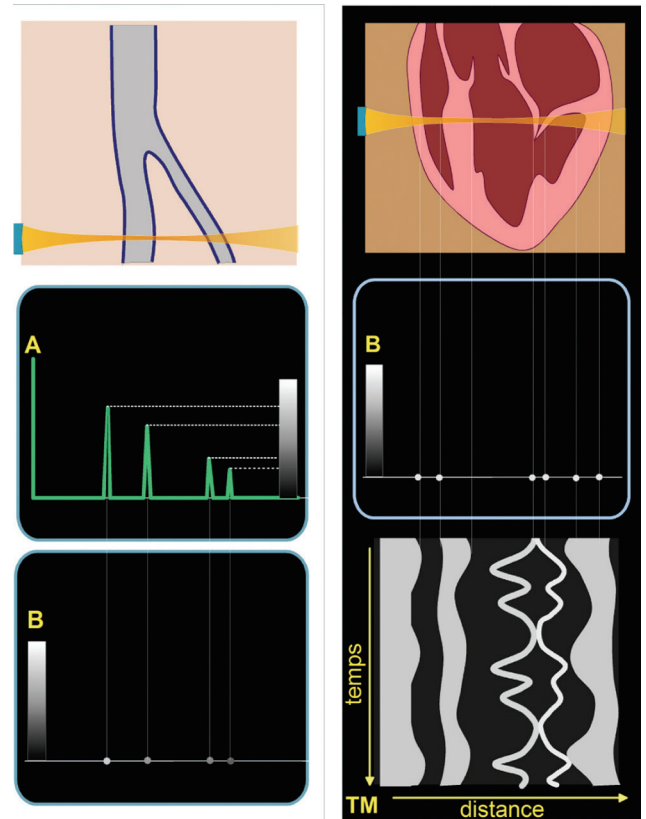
L'exploration échographique unidimensionnelle (une unique ligne de tir) permet de connaître la distance des interfaces réfléchissantes par rapport à la sonde. L'amplitude des déflexions verticales sur le tracé de l'oscilloscope est proportionnelle (à l'atténuation près) à la réflectivité des interfaces : mode échographique A (Amplitude). Cette amplitude peut être traduite en échelle de gris : mode échographique B (Brillance). Si la position de chaque point représenté en mode B est enregistrée en fonction du temps, on obtient le mode TM (temps-mouvement).
